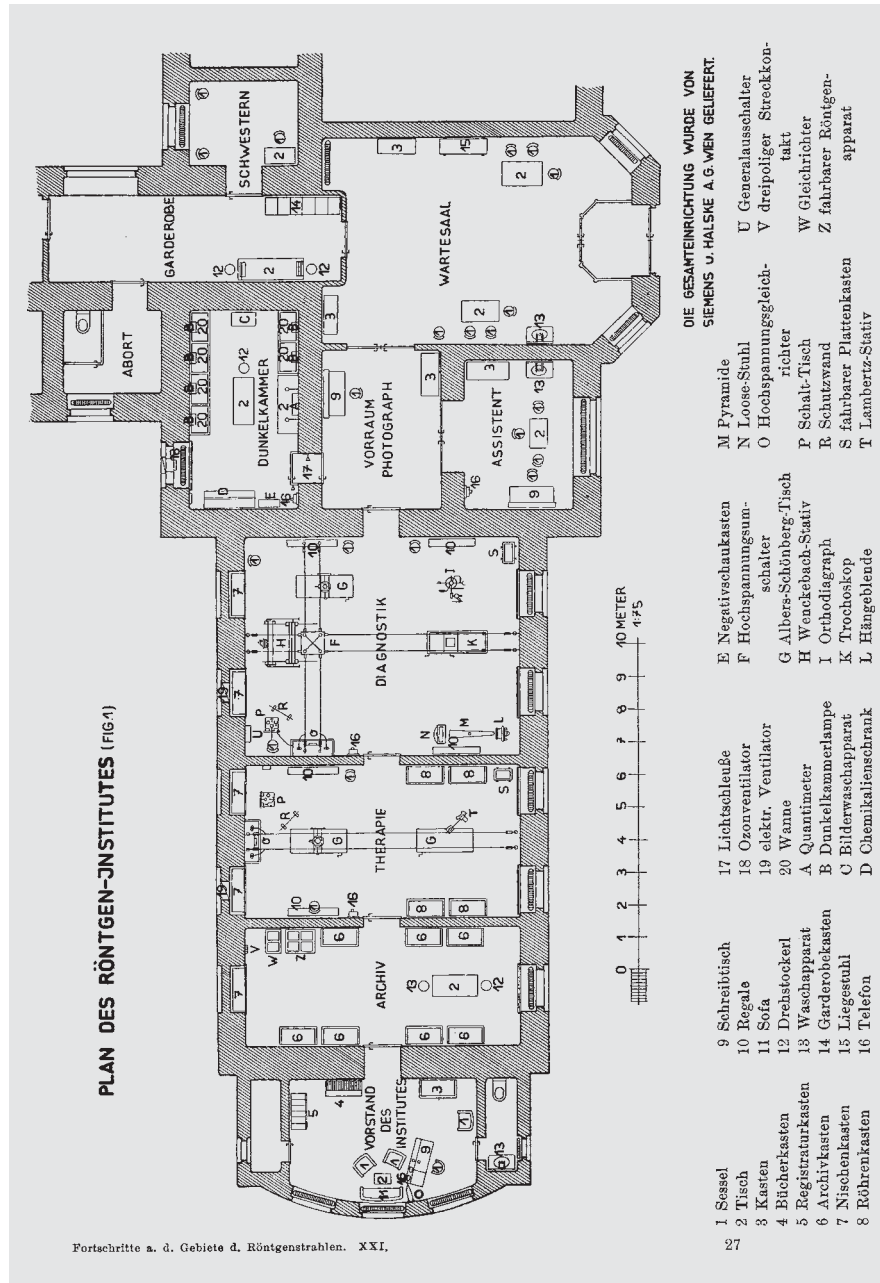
Funktionale Ausdifferenzierung des Röntgenlabors: Grundriss des Röntgeninstitutes des Kaiser-Jubiläums-Spitals der Stadt Wien (1914).
